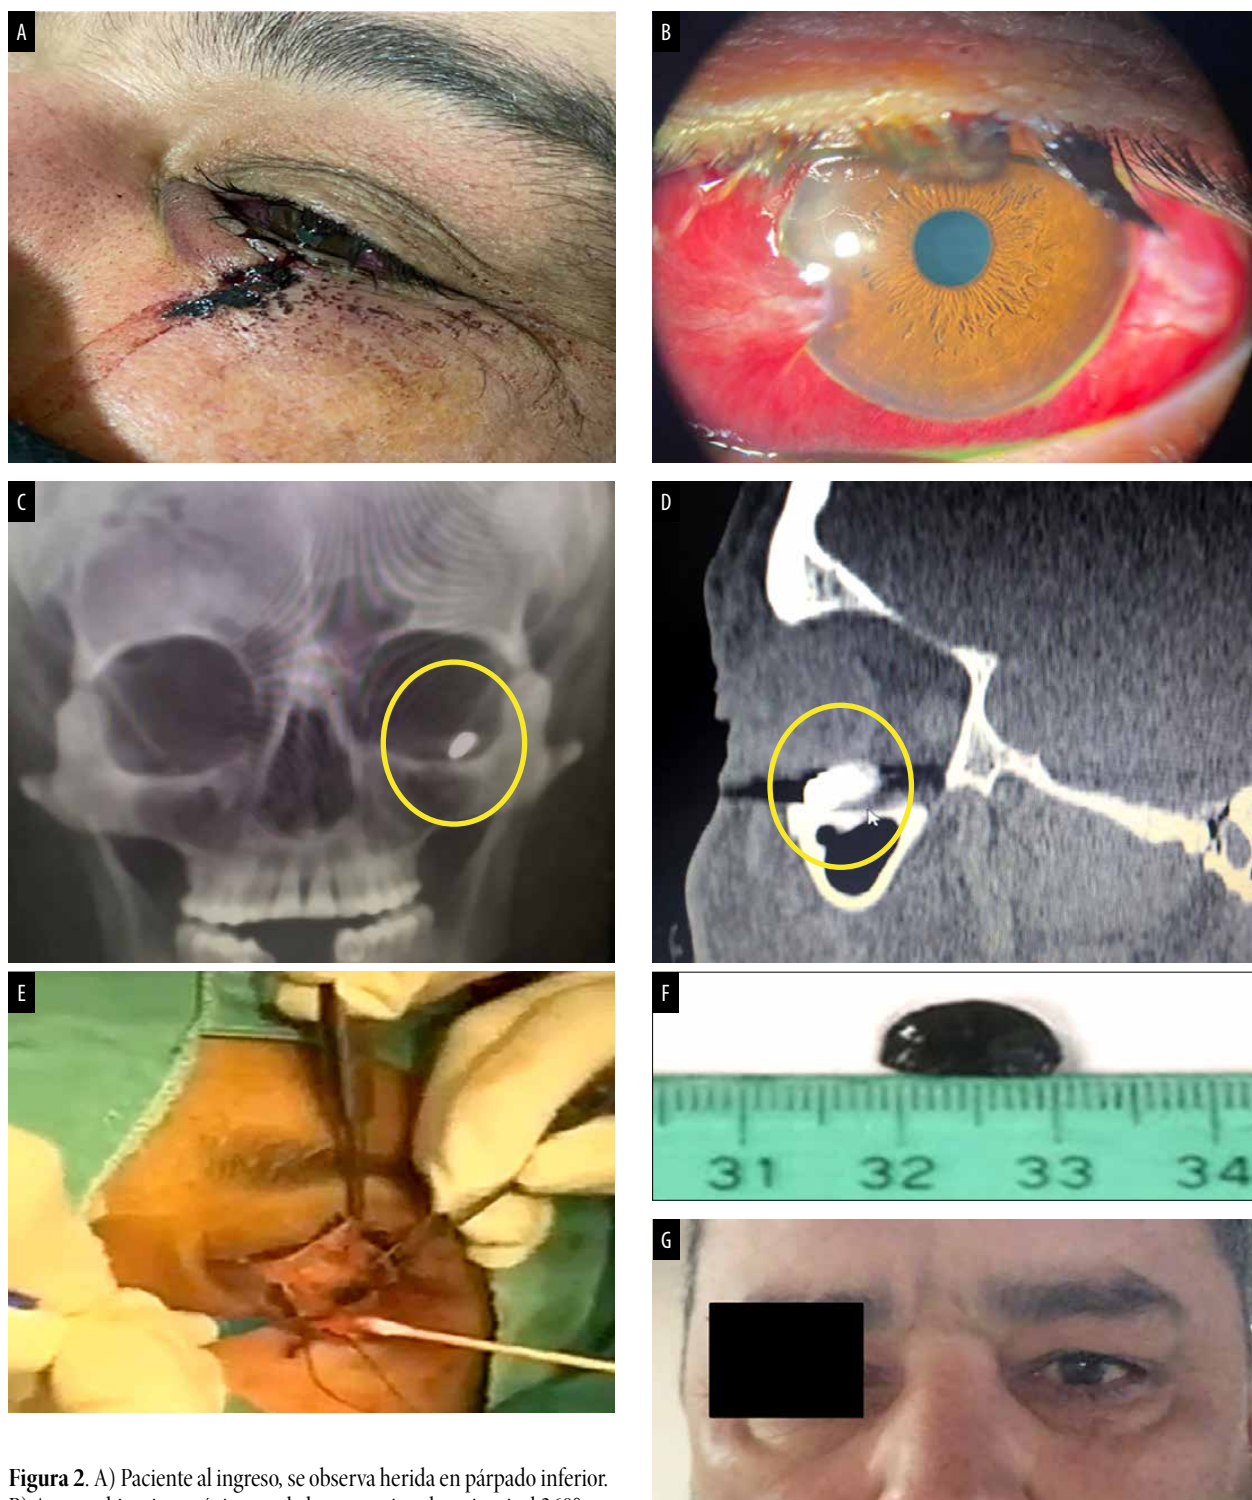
A) Paciente al ingreso, se observa herida en párpado inferior. B) Aspecto biomicroscópico con la hemorragia subconjuntival 360° con córnea clara y cámara anterior formada. C) Radiografía muestra imagen opaca en piso de órbita izquierda (círculo amarillo). D) Tomografía computada, corte sagital, imagen hiperdensa (metal) por debajo del globo ocular (círculo amarillo). E) Cirugía con abordaje vía transconjuntival. F) Cuerpo extraño metálico extraído. G) Paciente al mes de la cirugía, sin secuelas anatómicas externas.
